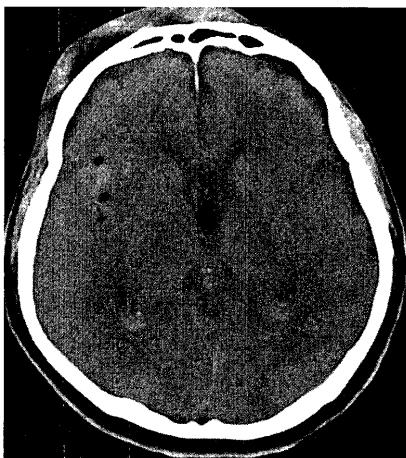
A CT scan on admission showed thin subarachnoid hemorrhage and a free air in the right sylvian fissure.
